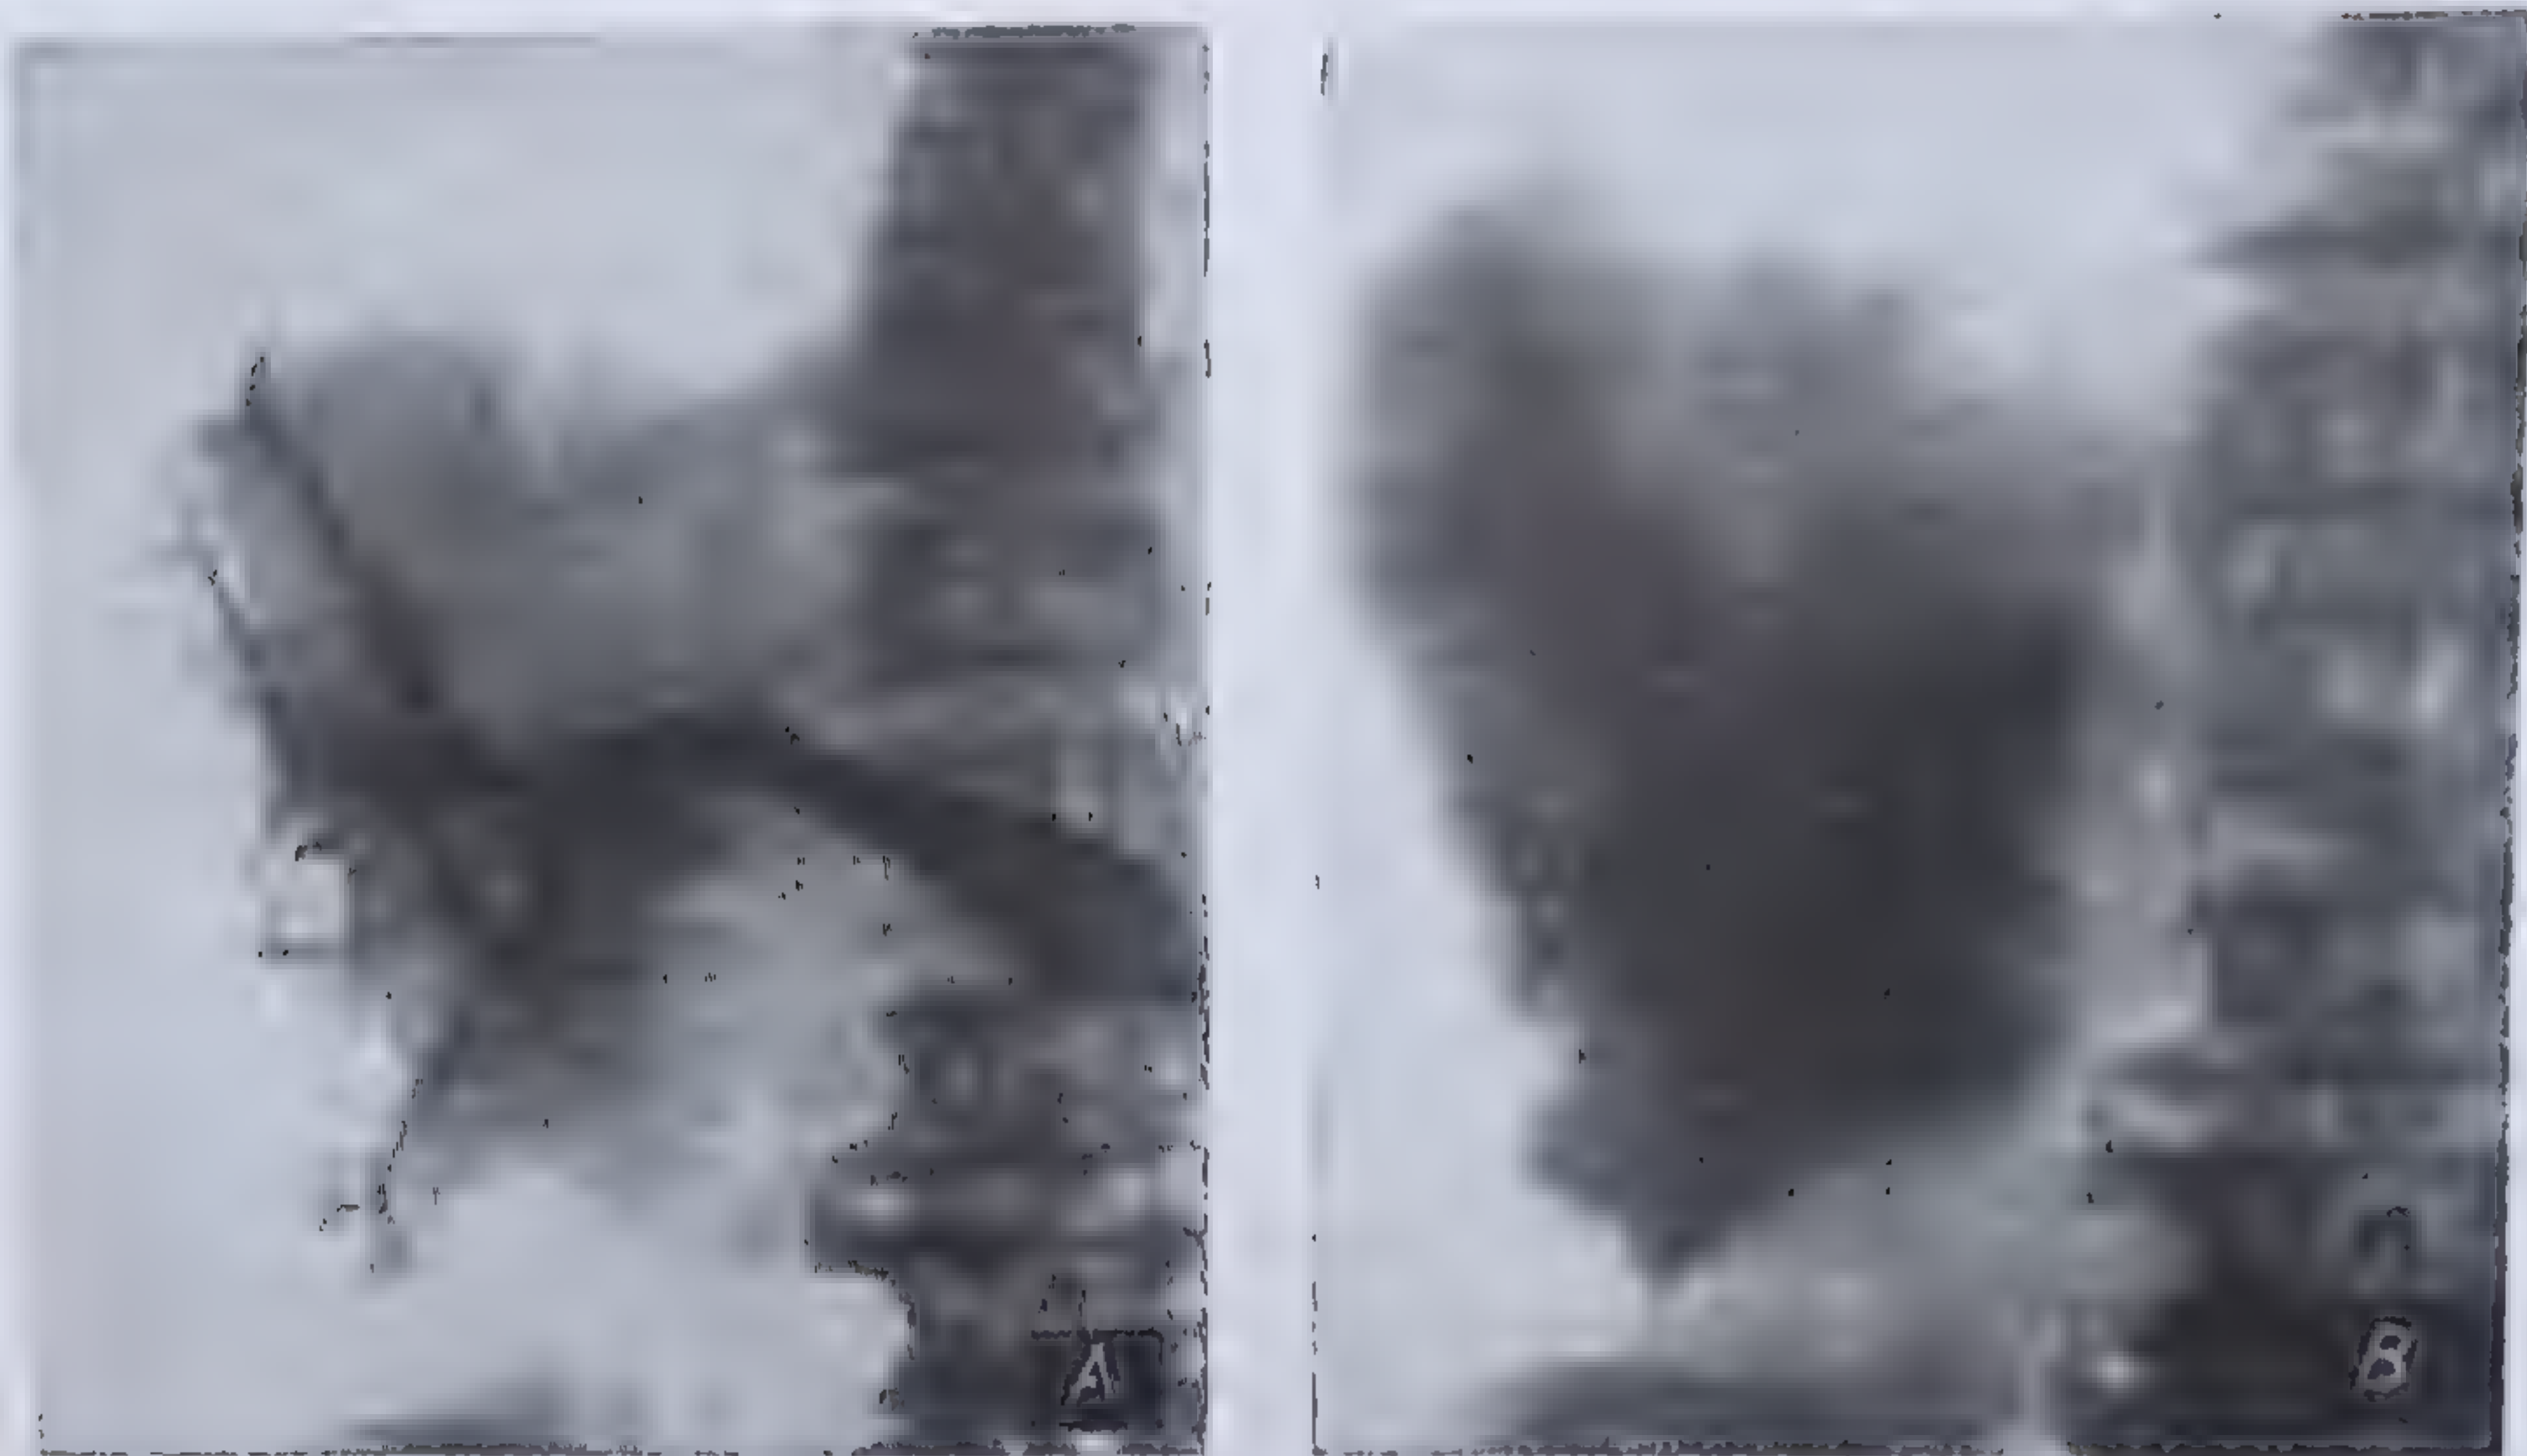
Metastaze neoplazice hepatice, centrale și periferice. Hepatoradiografie.
